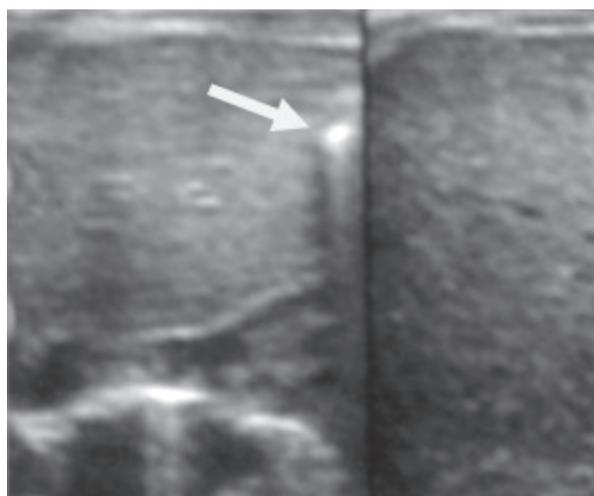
Ecografía 24 horas posnatales. Colelitiasis.
